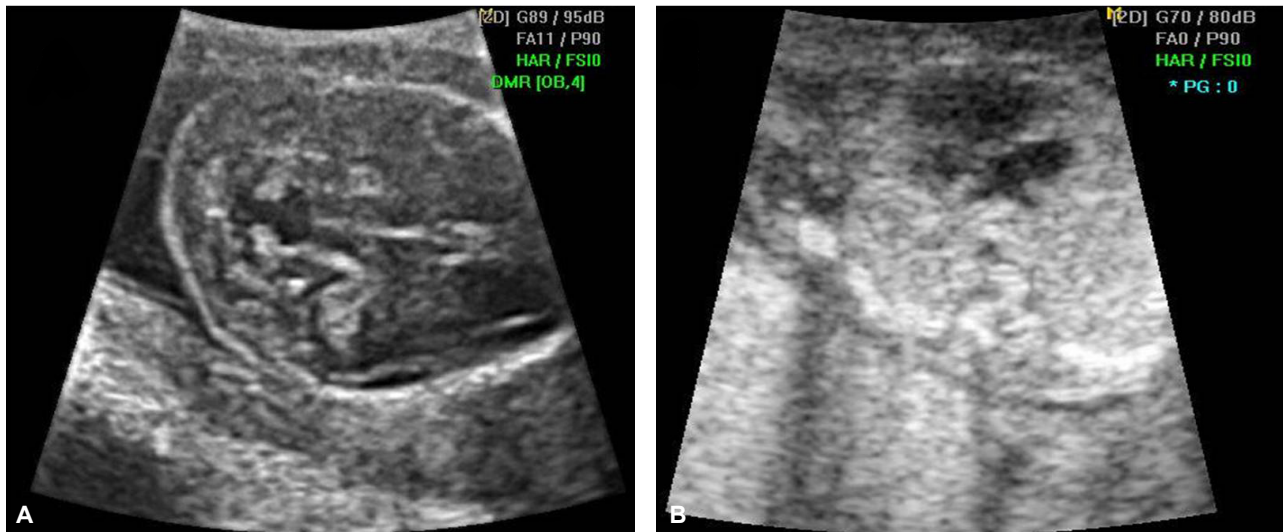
Ultrasound scan of fetal cerebellum and heart at 16+4 weeks of gestation. (A) Cerebellar vermis defect. (B) Hypoplastic left heart syndrome.
